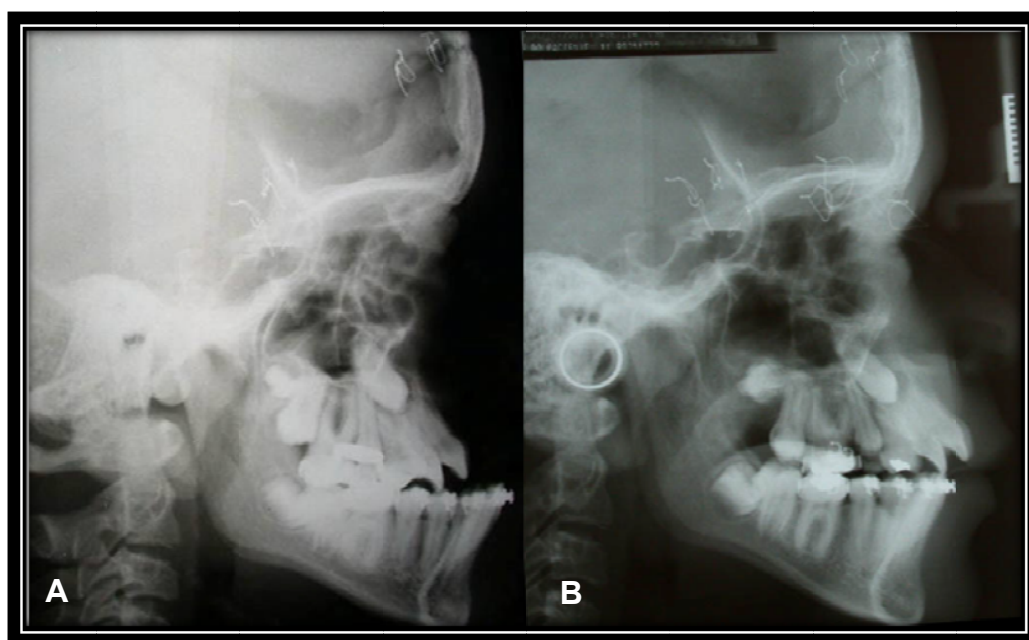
Telerradiografia em norma lateral de paciente submetido à osteotomia tipo Le Fort III seguida de distração osteogênica do terço médio da face com a utilização de dispositivo externo rígido (RED). A: pré-operatório; B: pós-operatório recente.
